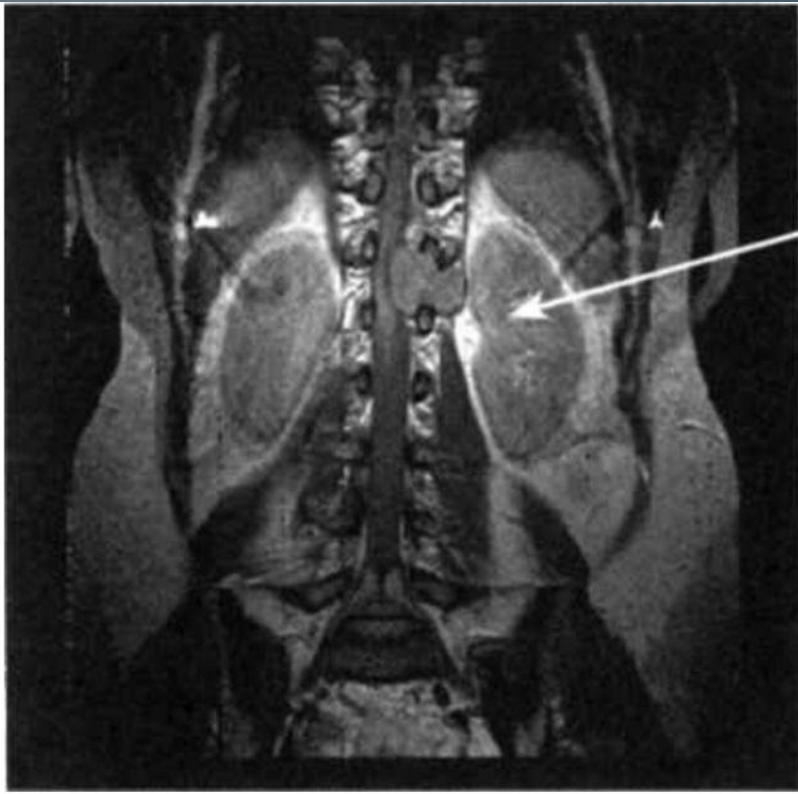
МРТ. Фронтальный срез. Шваннома в нижнегрудном отделе по типу «песочных часов». Слева визуализируется объемное образование, накапливающее контрастный препарат, частично расположенное внутри позвоночного канала, частично — распространяющееся снаружи через корешковое отверстие
